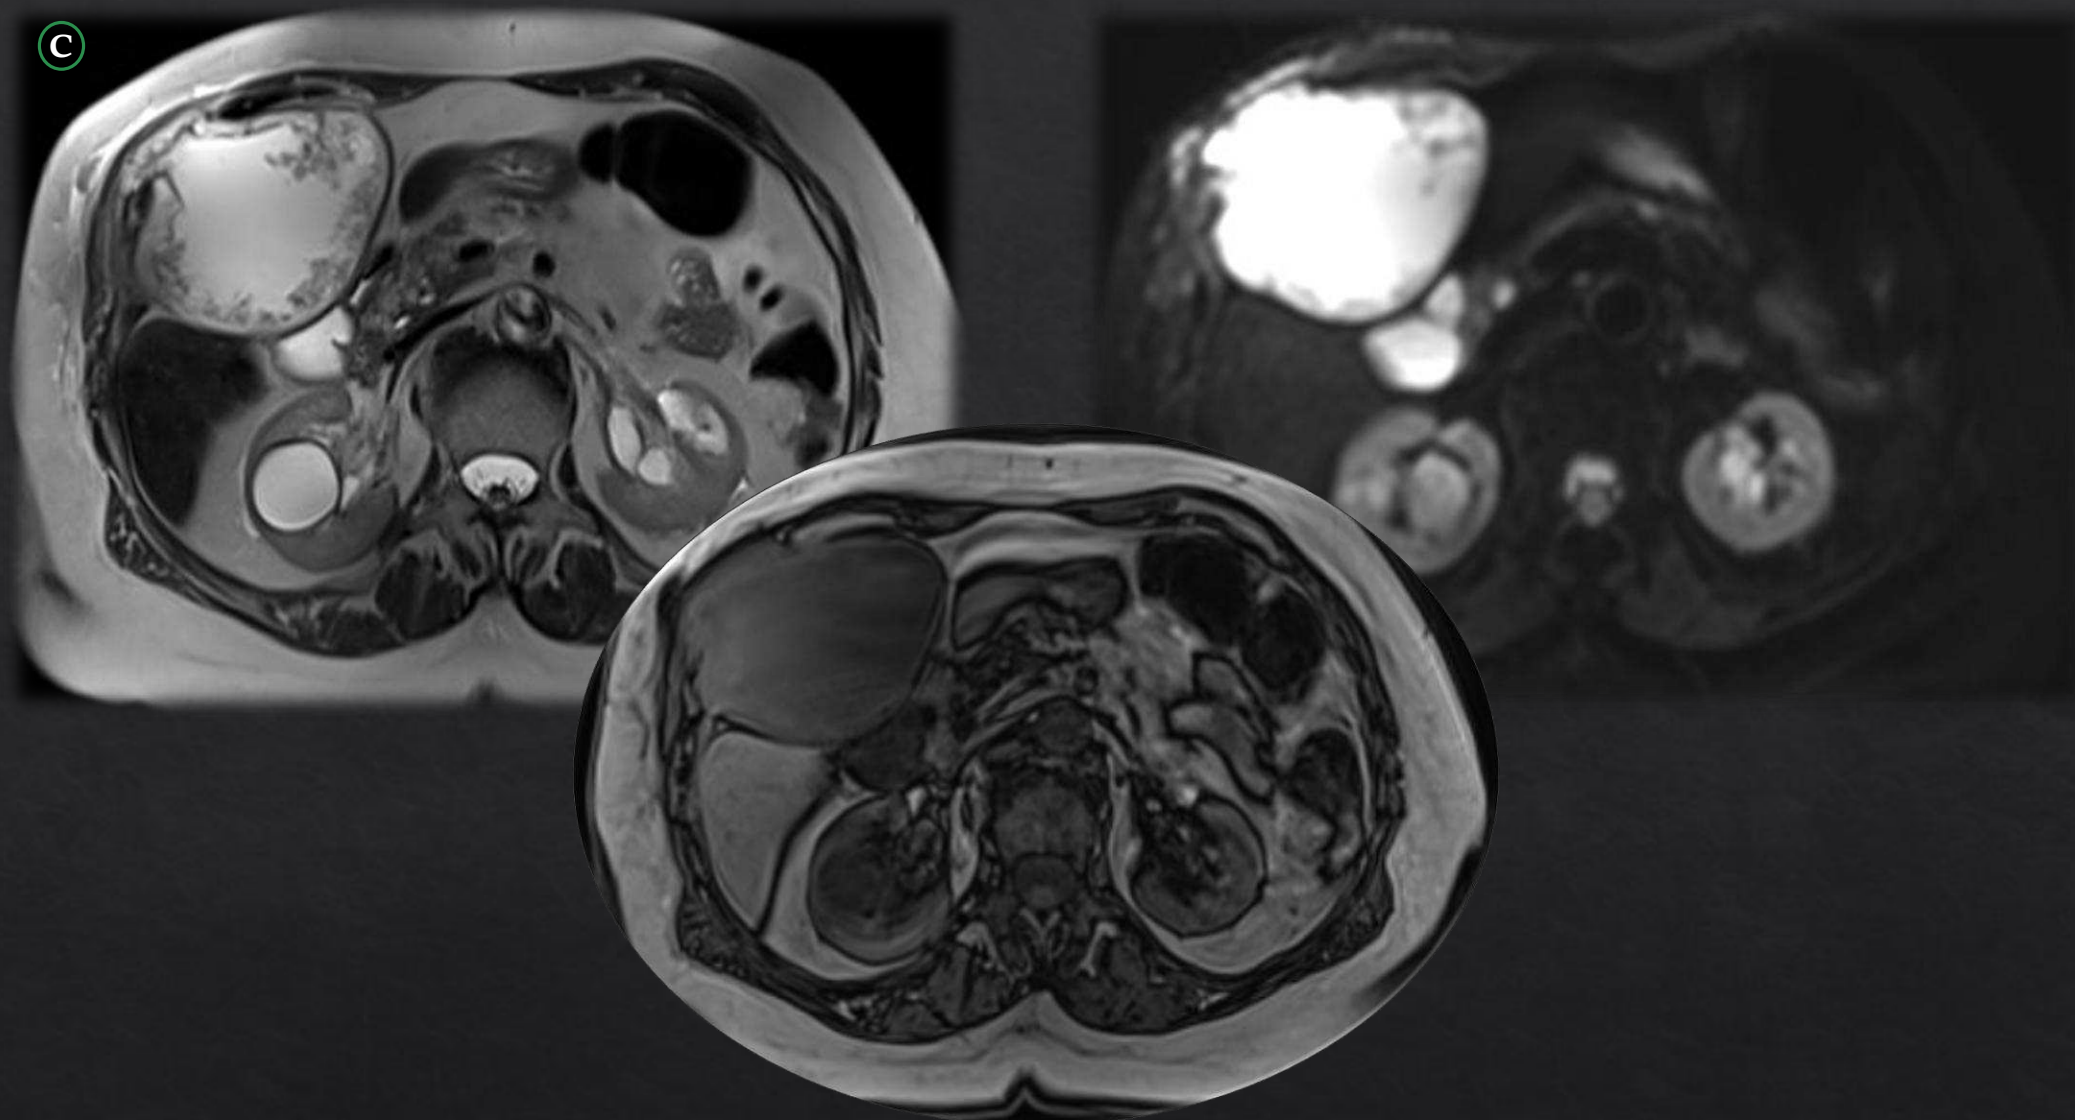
D: RM toracoabdominal secuencias T1 Vibe y T2 Haste T2 FS en plano axial.
